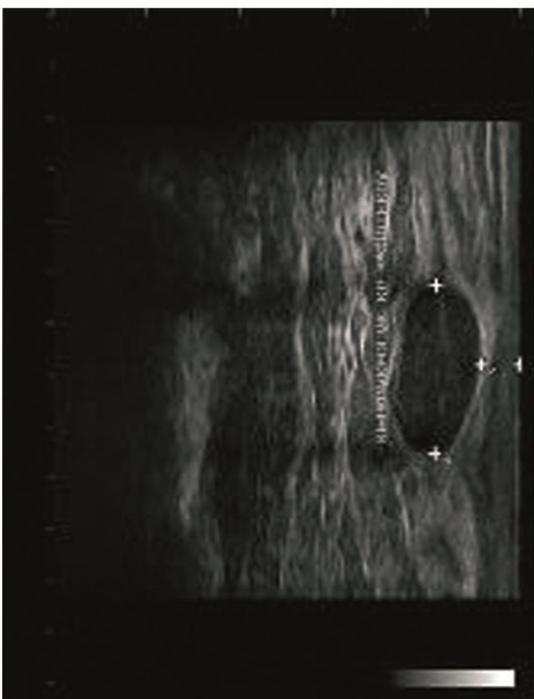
Ultrasonido mamario donde se evidencia lesión nodular sólida, ovalada, de contorno regular, paralela al plano anterior, hipocogénica, homogénea, de localización retroareolar, con características de benignidad, correspondiente con fibroadenoma. Categoría BI-RADS 3.
